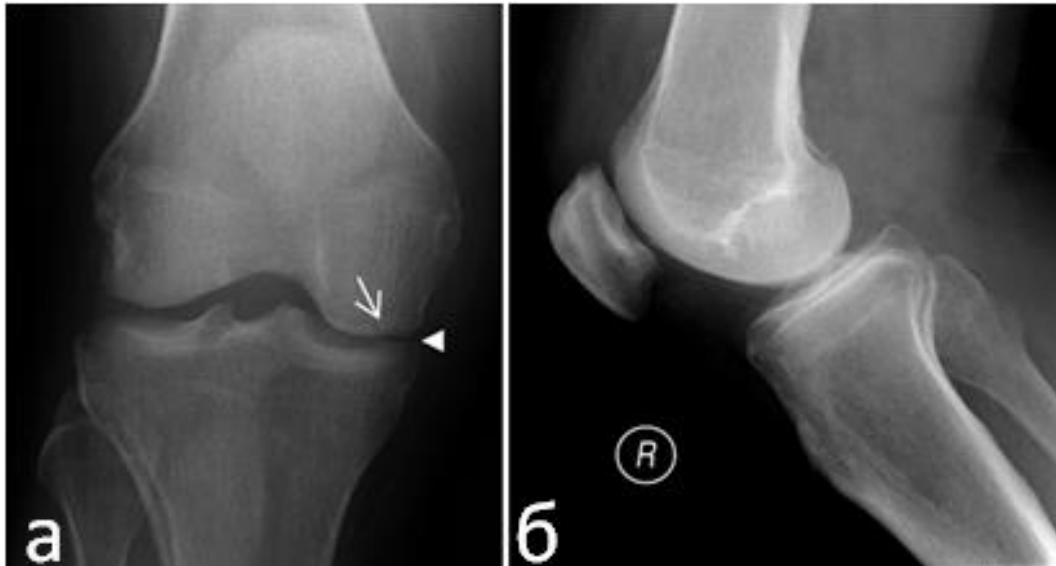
Рентгенограммы правого коленного сустава в прямой (а) и боковой (б) проекциях. Визуализируются легкая деформация опорной суставной поверхности медиального мыщелка бедренной кости (стрелка), сужение суставной щели (головка стрелки), мелкие остеофиты
